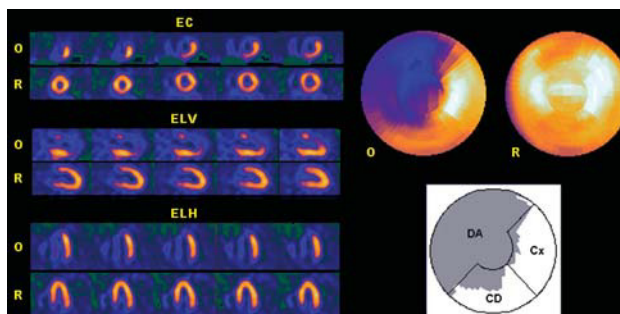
SPECT de perfusión miocárdica obtenida mediante la administración del radiotrazador tecneciado durante la oclusión proximal de una arteria descendente anterior (DA). A la izquierda se muestran los cortes tomográficos de eje corto (EC), eje largo vertical (ELV) y eje largo horizontal (ELH) correspondientes a la oclusión (O) coronaria y basal en reposo (R). En el mapa polar de ischemia (arriba) se muestra la localización y extensión del área en riesgo (captación < 50% con respecto a la máxima) que corresponde a un 67% de todo el ventrículo izquierdo. En el mapa polar inferior se observa que la extensión de la ischemia corresponde a un 99% del territorio atribuido a la DA en el mapa polar del Hospital Universitari Vall d'Hebron^{10,11}, pero que también se extiende parcialmente al territorio atribuido a la coronaria derecha (CD) y a la circunfleja (CX).
